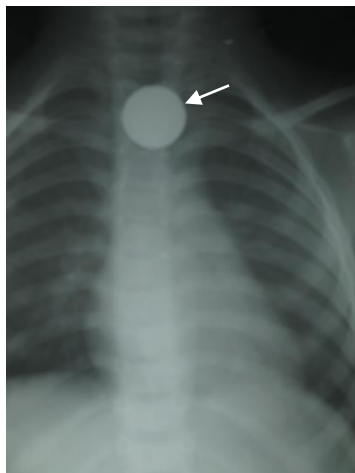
Рентгенограмма грудной клетки в прямой проекции. Монета в проекции верхней трети грудного отдела пищевода у ребенка 2,5 лет. Инородное тело пищевода
